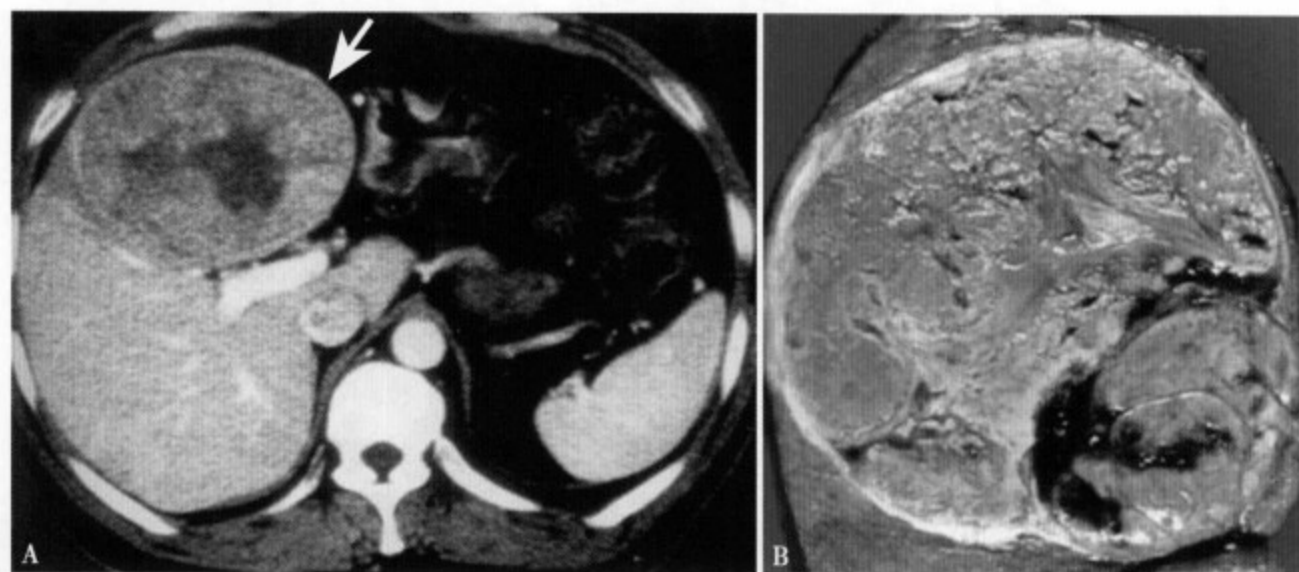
增强 CT (A) 显示肝右叶大块型 HCC，直径 11.5cm，大部分边缘完整清楚，病灶呈轻度非均匀性强化，中心有不规则坏死区，肿瘤假包膜大部分完整，但厚薄不均；手术后标本 (B) 见肿瘤假包膜厚薄不均，部分不连续
